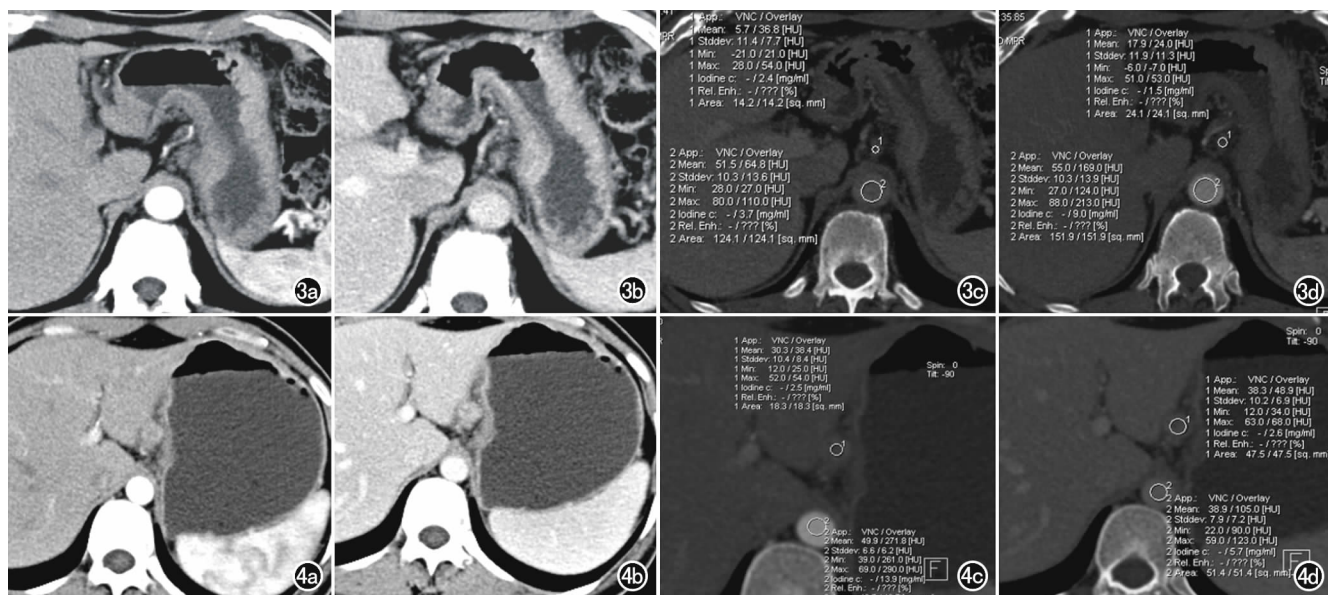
患者,女,57岁,胃贲门、胃小弯、胃大弯侧腺癌。a) 双能量CT示胃小弯周围明显肿大淋巴结;b) 静脉期示病灶轻度强化;c) 动脉期测量淋巴结及同层主动脉碘浓度;d) 静脉期测量淋巴结及同层主动脉碘浓度。图4 患者,女,39岁,胃角腺癌。a) 双能量CT示肝胃间隙周围明显肿大淋巴结,密度欠均匀;b) 增强扫描示病灶持续环形强化;c) 动脉期测量淋巴结及同层主动脉碘浓度;d) 静脉期测量淋巴结及同层主动脉碘浓度。
